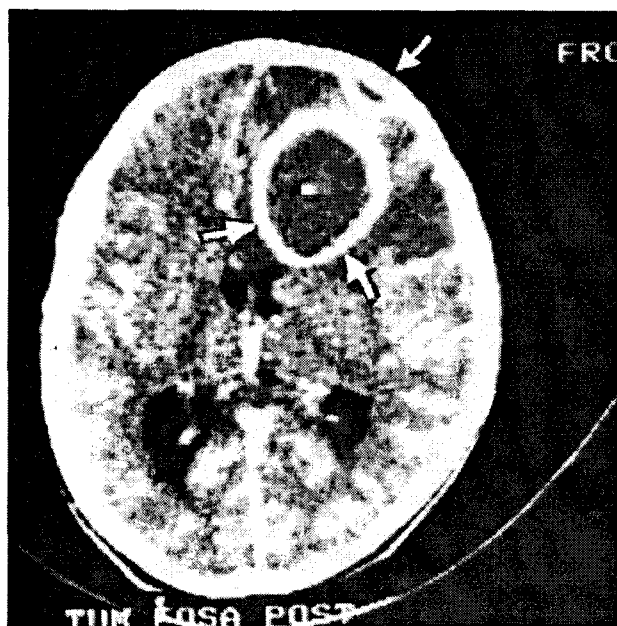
CT-scan: Abces cerebral încapsulat frontal dreapta, cu abces extradural supraîncapsulat.
